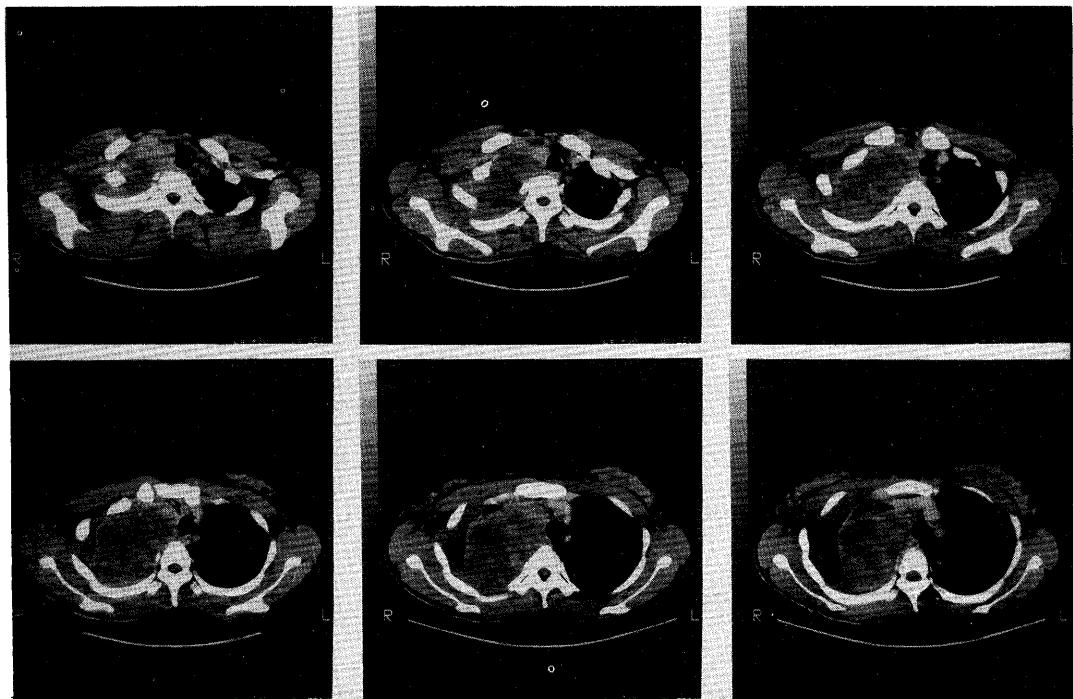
Chest CT with contrast enhancement. A large mass with irregular margin occupies the right apex.
